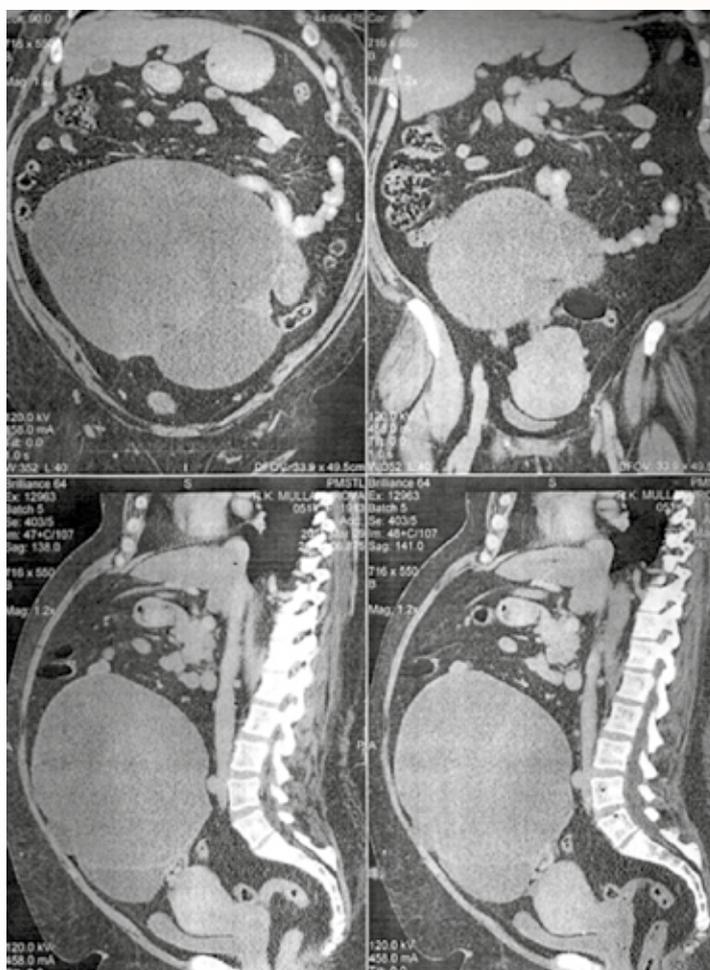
Томограмма пациентки с четкой визуализацией овариального образования
